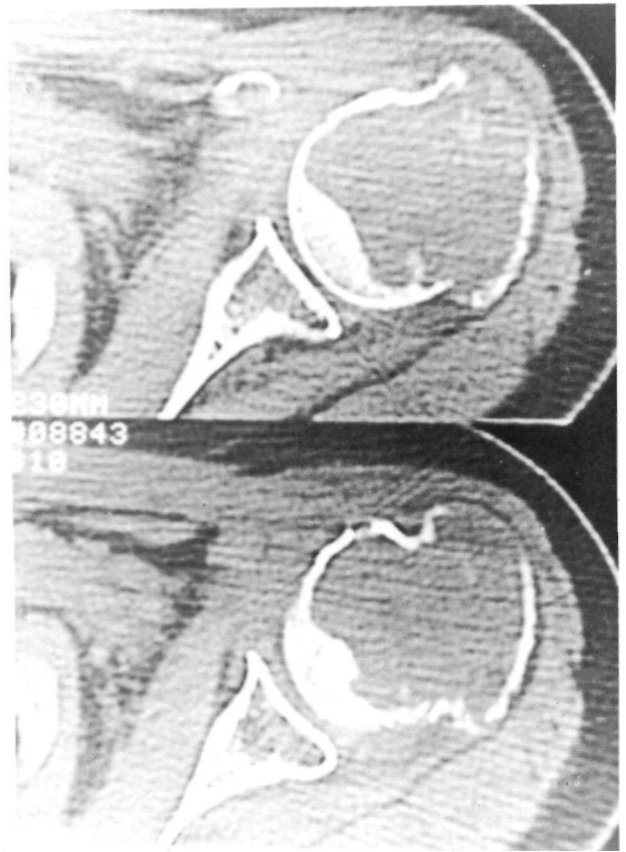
En el estudio con la TAC se observa la lesión lítica que expande las corticales pero sin invasión de las partes blandas.
